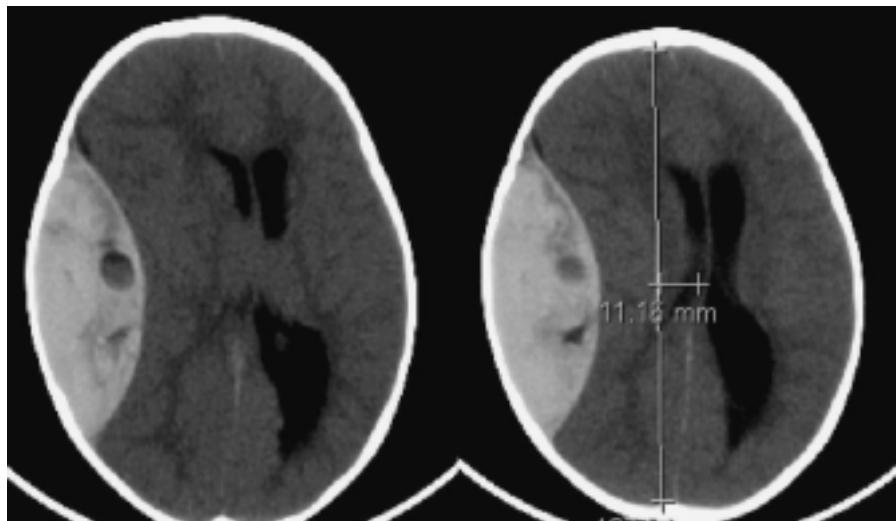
Paciente de 11 meses que acude por caer de su propia altura. Glasgow 12. La TC muestra traumatismo craneoencefálico moderado con lesión focal no evacuada. Hematoma epidural temporoparietal derecho 90 cc, signo del remolino, desviación a la izquierda de 11 mm, compresión del sistema ventricular, discreto borramiento de surcos y císuras.
